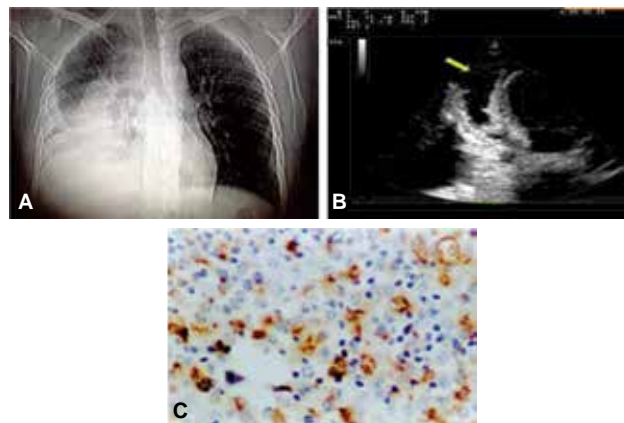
A. Radiografía de tórax en donde se observa signo de garrafa secundario a derrame pericárdico y derrame pleural derecho. B. Ecocardiograma transtorácico, subcostal, en donde se observa engrosamiento de pericardio, derrame pericárdico y derrame pleural izquierdo. C. Corte histopatológico donde se observan células atípicas de linfoma.
